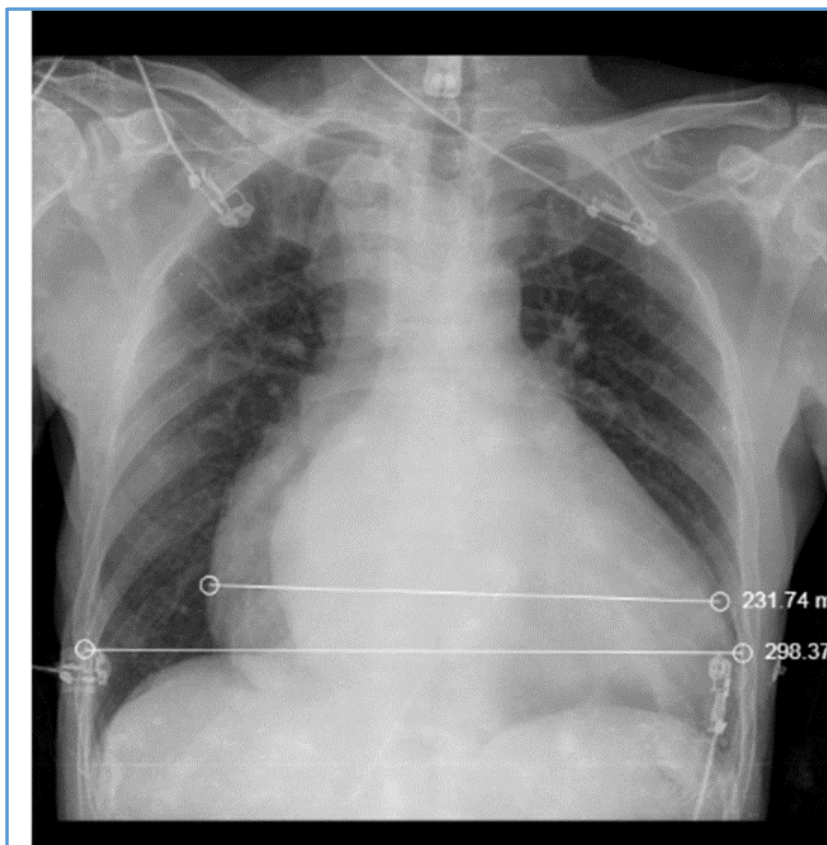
Radiografia de tórax. 58 anos, Rassi 13, Radiografia de tórax demonstra importante cardiomegalia (ICT=0,78)
